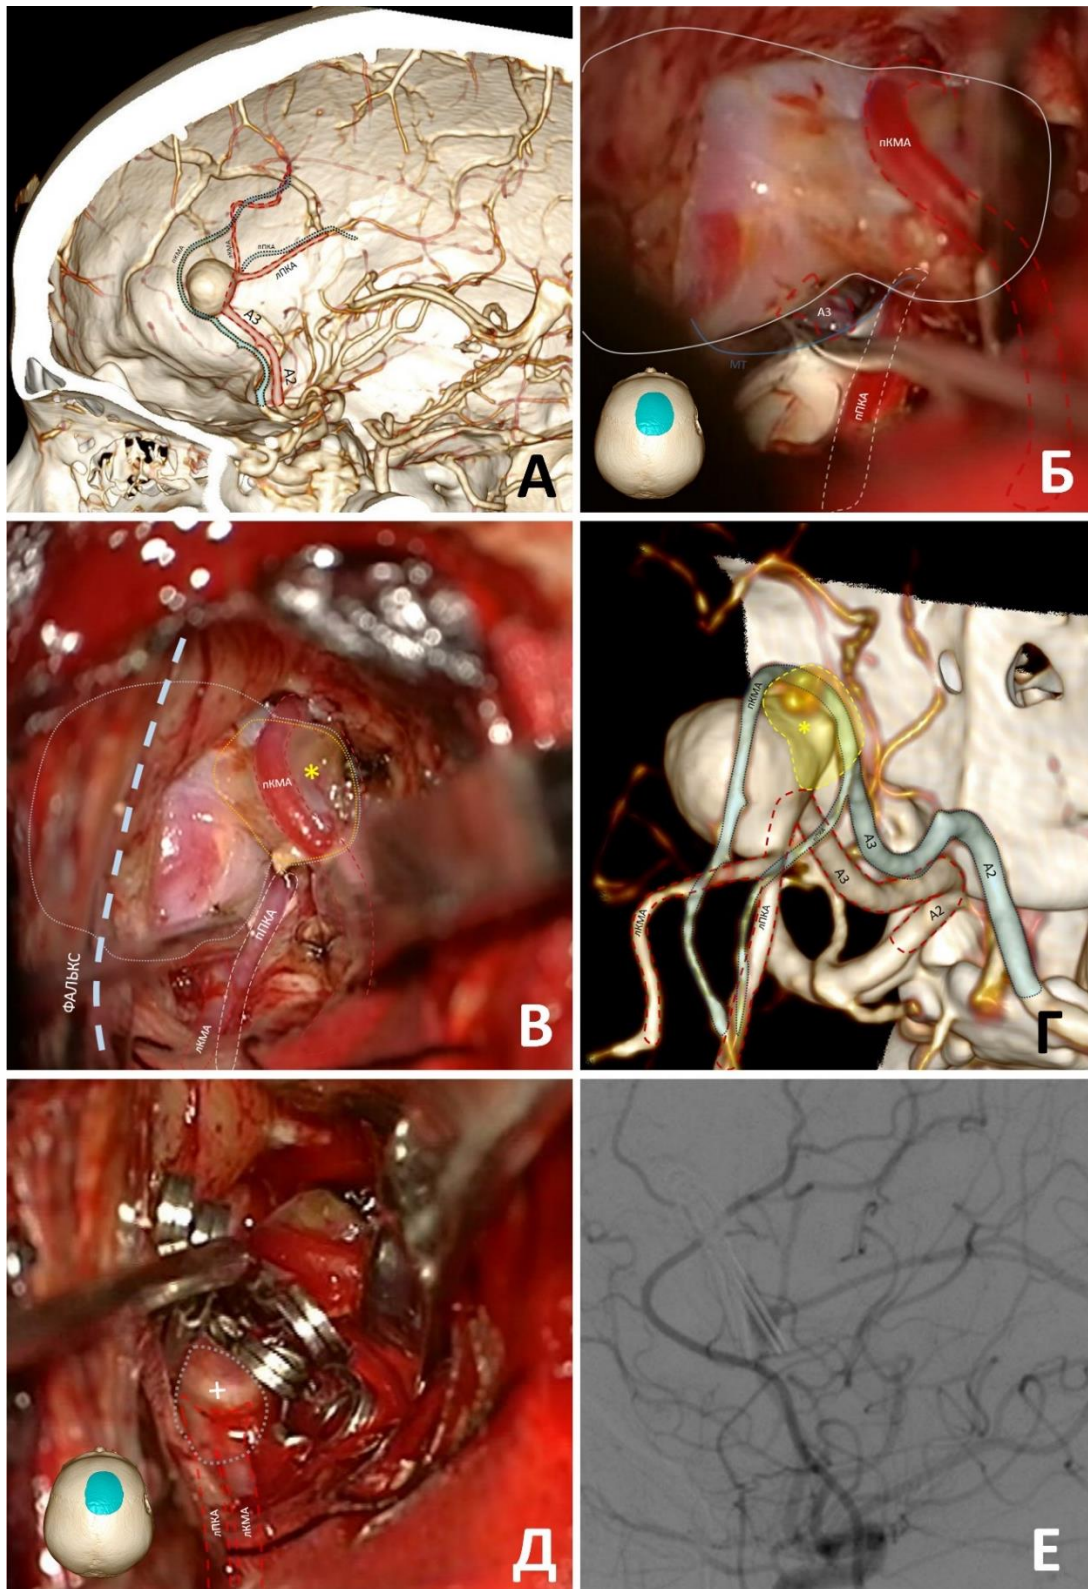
Сложное клипирование крупной аневризмы А3 сегмента слева. А – вид аневризмы на КТ ангиографии, левая (красный цвет) и правая (синий цвет) ПМА; Б – выделен проксимальный сегмент левой ПМА; В, Г – интраоперационное фото и соответствующая проекция на КТ-ангиографии (* - тромбированная часть аневризмы); Д – две камеры аневризмы выключены раздельно 4 прямыми клипсами с сохранением небольшой пришеечно части (+); Е – контрольная ЦАГ, левый каротидный бассейн (боковая проекция)
